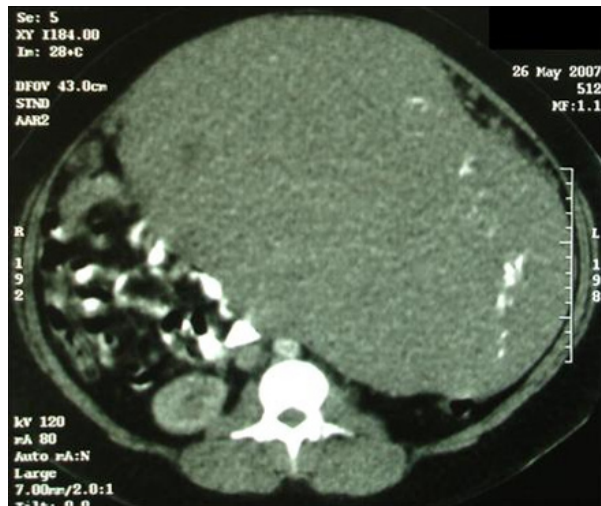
TAC abdominal. Tumor intraabdominal correspondiente a fibromiomatosis uterina.
